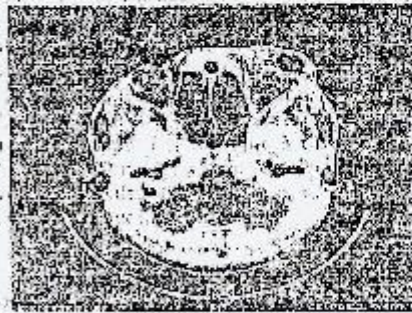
TDM en coupe axiale après injection de produit de contraste montrant une masse hétérogène
